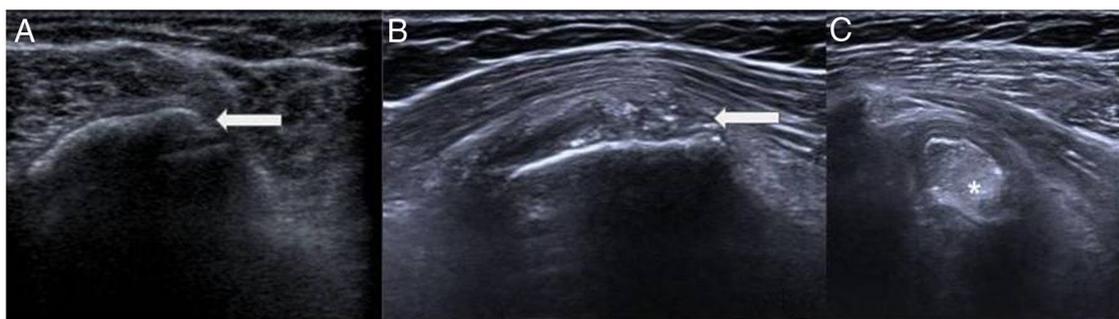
A) Ecografía hace 2 años. Flecha: Calcificación en el subescapular próxima a la inserción del tendón; B) Ecografía del momento agudo. Flecha: Misma localización que en A, con pequeñas calcificaciones milimétricas residuales; C) Ecografía del momento agudo. Asterisco: Calcificación grosera intramuscular, calcio en Figura 2 imágenes A, B, C y D.
